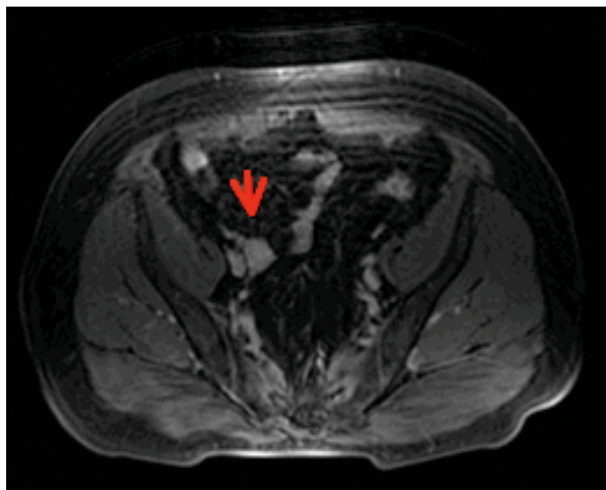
RMN pélvica: tumoración en ovario derecho de 10 mm.
